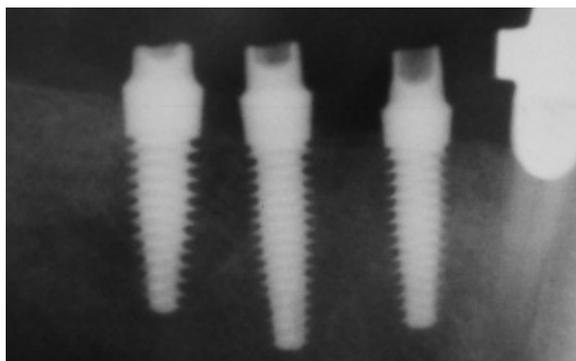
Controllo radiografico prima del trattamento implantoprotesico
